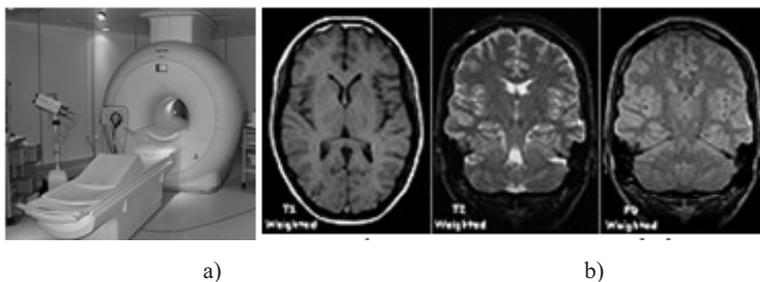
a) scanner de ressonância magnética. b) exemplo de imagens obtidas por ressonância magnética.
